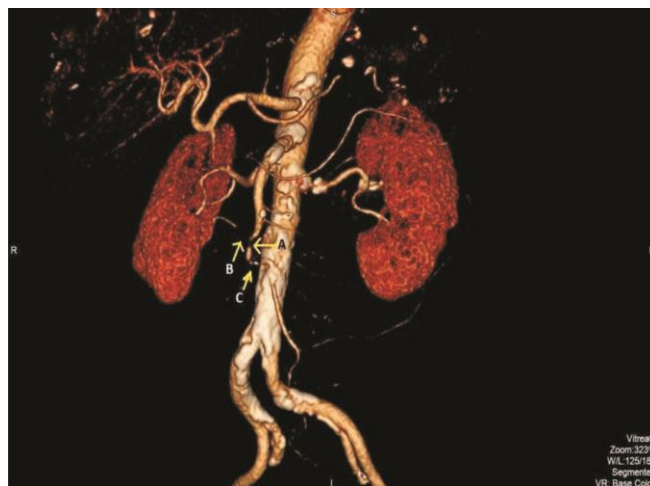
МСКТ ангиография. 3 D реконструкция: А – субокклюзия 1-го сегмента ВБА, В – субокклюзия *a. colica media*, С – субокклюзия 2-го сегмента ВБА
